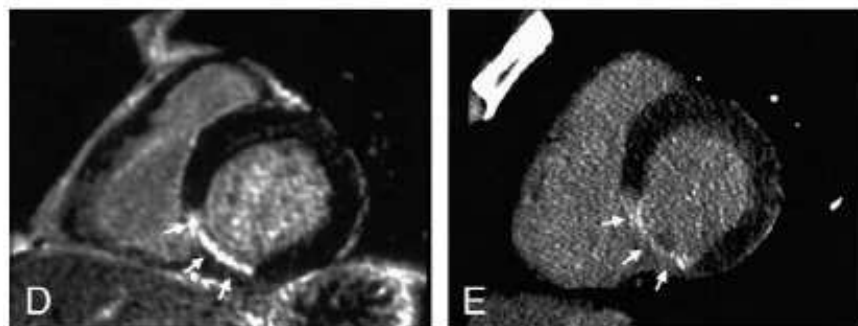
Études de viabilité myocardique, représentées en petit axe, réalisées en IRM (à gauche) et en scanner multibarrette avec acquisition en phase tardive (à droite) d'un patient ayant subi un infarctus du myocarde lié à une occlusion de l'artère coronaire droite (d'après [Mahnken et al. 2005b]).
